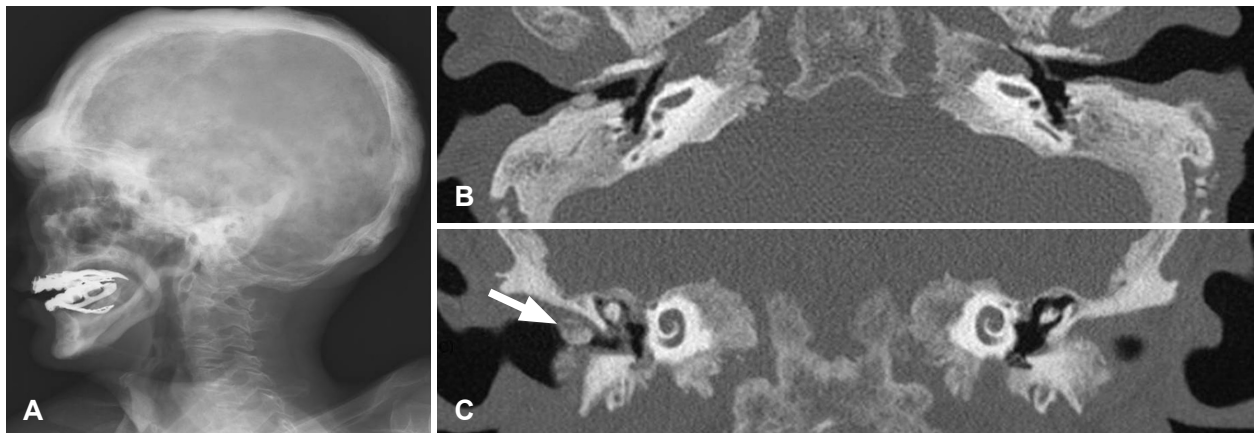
Preoperative images. Skull lateral view showed irregular thickening of skull (A). Axial and coronal temporal bone CT demonstrated several typical findings of Paget's disease. There were multiple patch densities and irregular thickening of bone. Bony portion of right external auditory canal was markedly narrowed (arrow)(B and C). CT: computed tomography.
